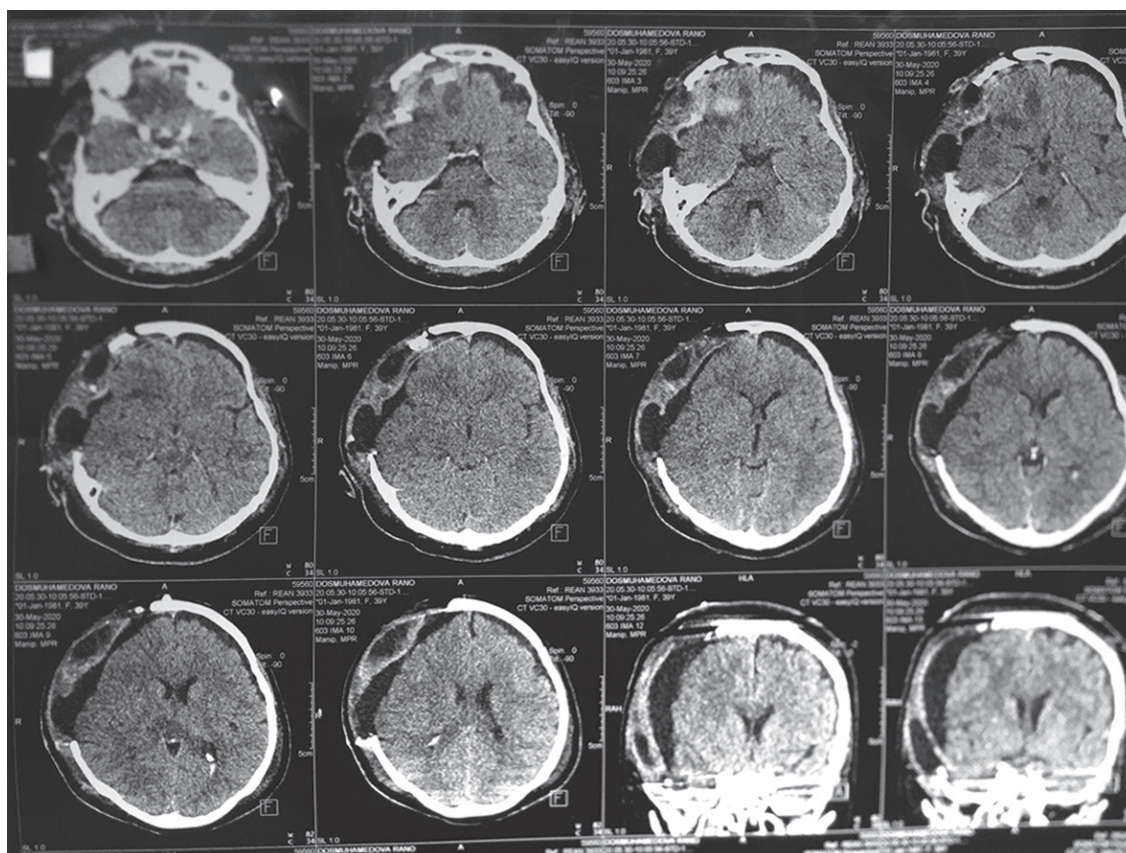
КТ-снимки на 14 сутки после травмы и оперативного вмешательства. Отмечается наличие посттравматического дефекта свода черепа и субдуральной гидромы в правой лобно-теменно-височной области
